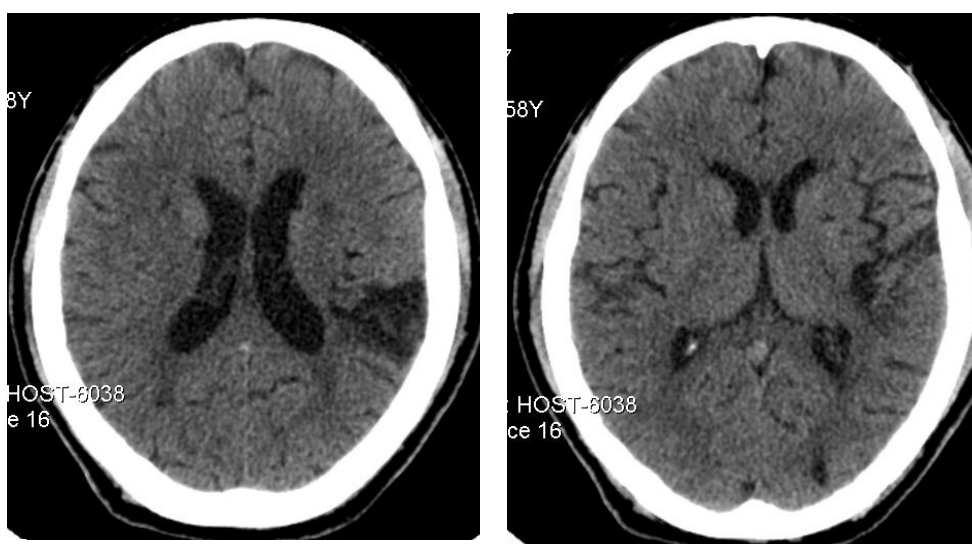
Imagens da TAC do Caso 8
